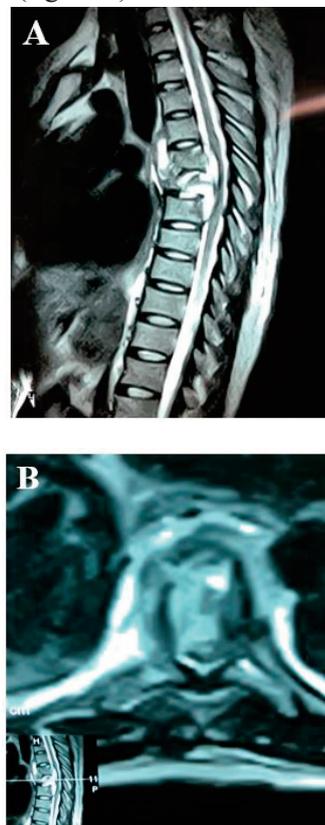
IRM thoracique en séquence T2, coupes sagittale (A) et axiale (B) amontré une spondylodiscite T5-T6 évolutive avec une épидурite antérieure compressive sur le cordon médullaire et fuseau paravertébrale abcédé s'étendant de T5 à T7.
